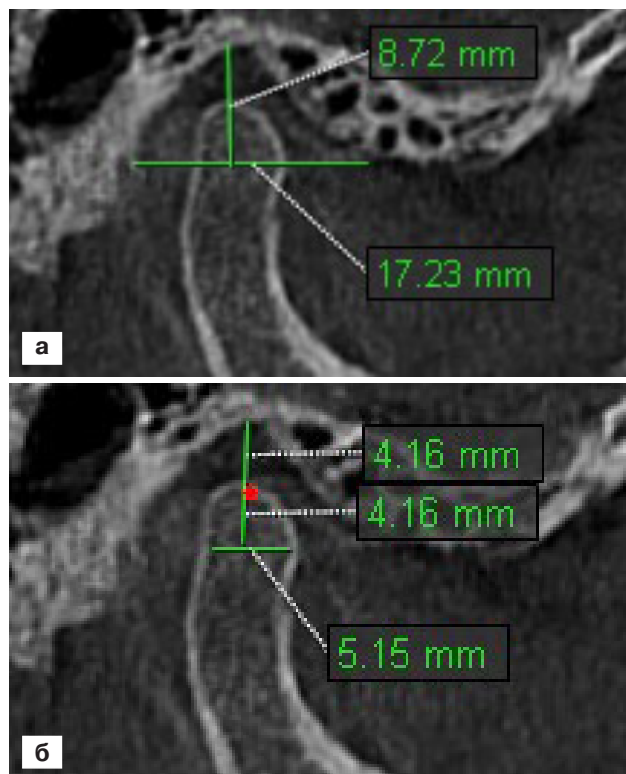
Конусно-лучевая компьютерная томограмма правого височно-нижнечелюстного сустава. Линейные параметры *fossa mandibularis* (а) и *caput mandibulae* (б)
